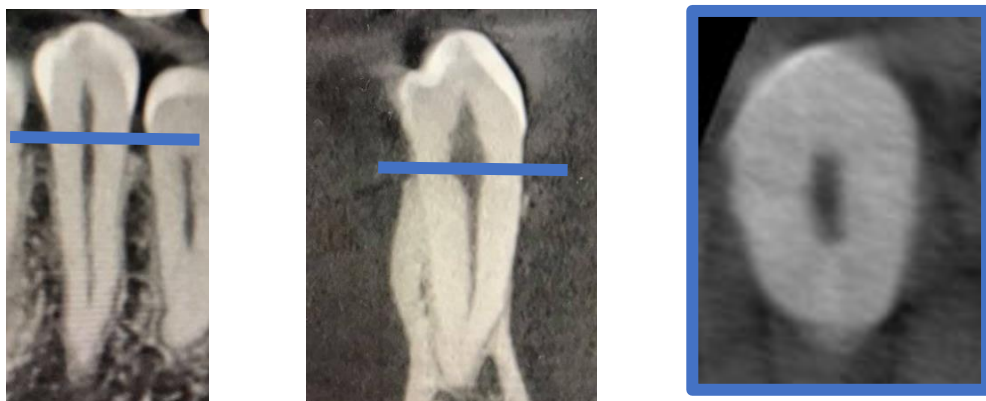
a : Coupe frontale ; b : Coupe sagittale ; c : Coupe axiale d'un CBCT d'une première prémolaire mandibulaire. (10)
